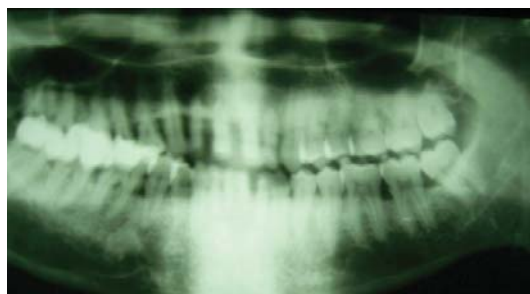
Radiographie préopératoire montrant des lésions osseuses angulaires sur les molaires et des lésions osseuses horizontales au niveau du bloc incisivo-canin.
